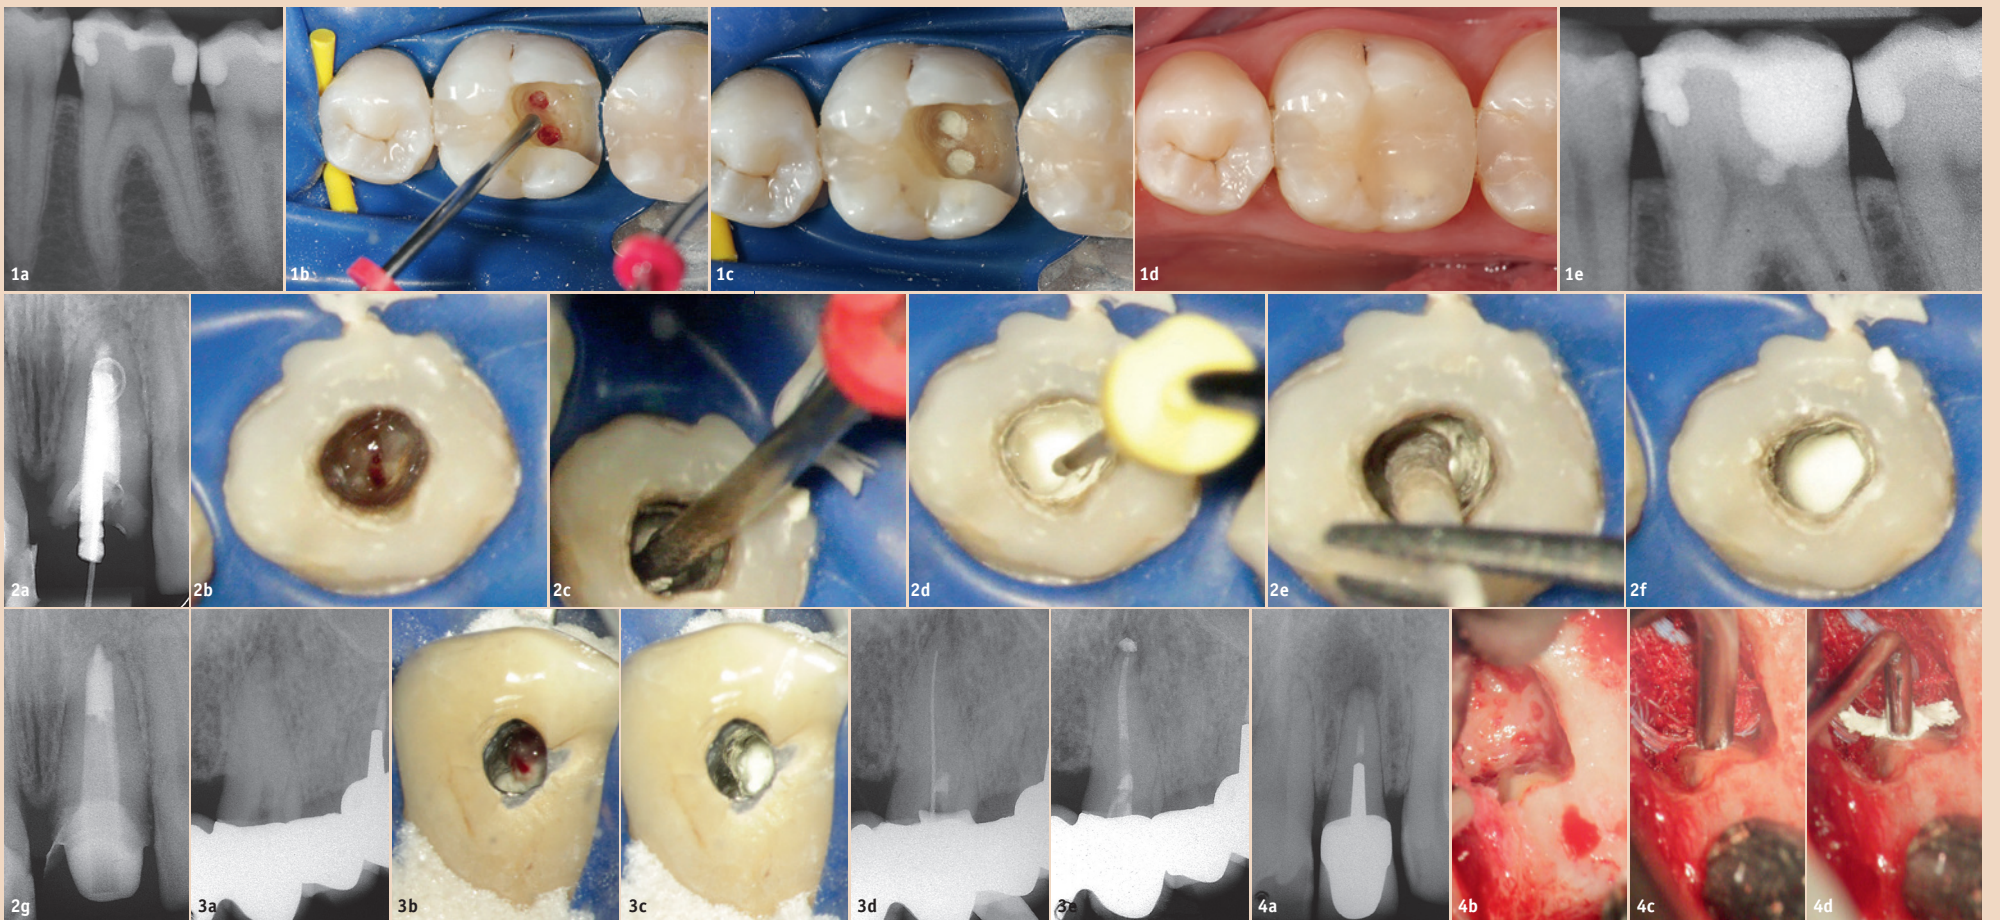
(a) Tiefe kariöse Läsion. (b) Partielle Pulpotomie. (c) MTA-Anwendung mit dem MAP System und PD MTA White. (d) Füllung. (e) Postoperatives Röntgenbild, das die Pulpaabdeckung mit MTA zeigt. – Abb. 2a–g: (a) Endodontisch behandelter Zahn mit Fistel. (b) Nach der Revision zeigte der Zahn einen offenen Apex. (c) MTA-Anwendung mit dem MAP System und PD MTA White. Kondensation des MTA mit Pluggern (d) oder Papierspitzen (e). (f) MTA-Plug. (g) Postoperatives Röntgenbild, das den MTA-Plug und die Rekonstruktion mit einem Faserstift zeigt. – Abb. 3a–e: (a) Radiologische Erhellung im zervikalen Teil des Eckzahns. (b) Blutung aus der Perforation. (c) MTA-Anwendung mit dem MAP System und PD MTA White. (d) Originalkanal und Reparatur der Wurzelperforation. (e) Postoperatives Röntgenbild der Wurzelkanalfüllung. – Abb. 4a–f: (a) Präoperative Röntgenaufnahme mit einer grossen periradikulären Läsion. (b) Periapikale Chirurgie. (c) MTA-Applikation mit dem MAP System und PD MTA White. (d) Kondensation des MTA mit Pluggern. (e) Spiegelansicht der mit MTA gefüllten apikalen Kavität. (f) Postoperatives Röntgenbild der Wurzelfüllung.
